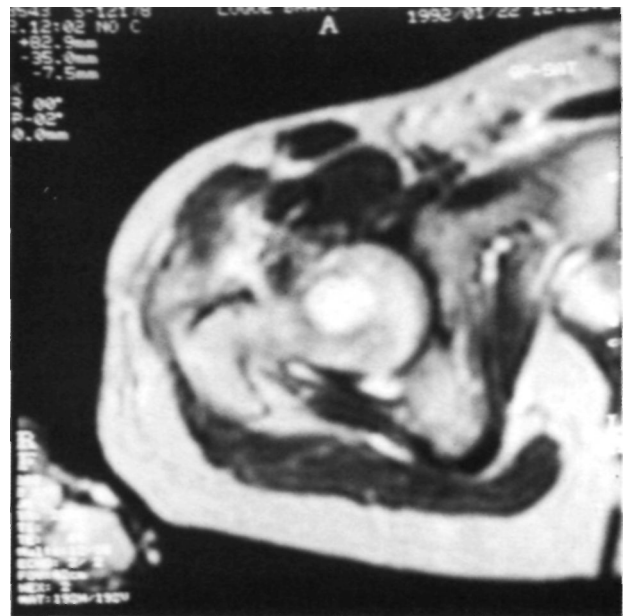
Corte axial en una RMN (T2), donde se aprecia una imagen redondeada de alta señal de intensidad, con un borde de baja señal de intensidad sugestivo de esclerosis.
